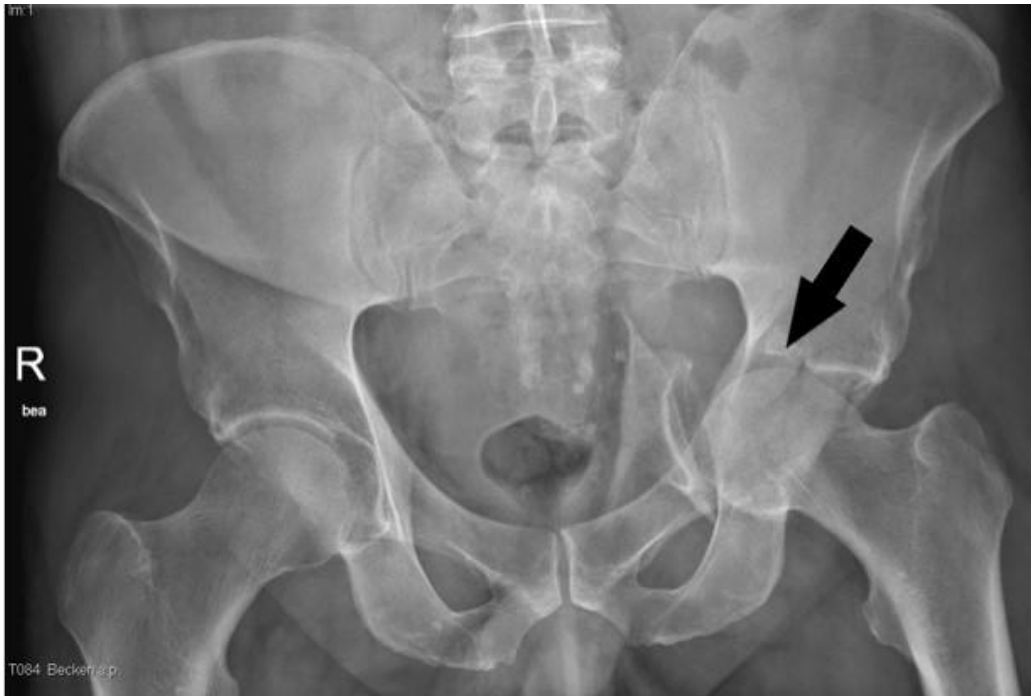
Acetabulumfraktur mit Impression der Gelenkfläche im Röntgenbild. Gekennzeichnet ist der imprimierte Anteil der Gelenkfläche.
